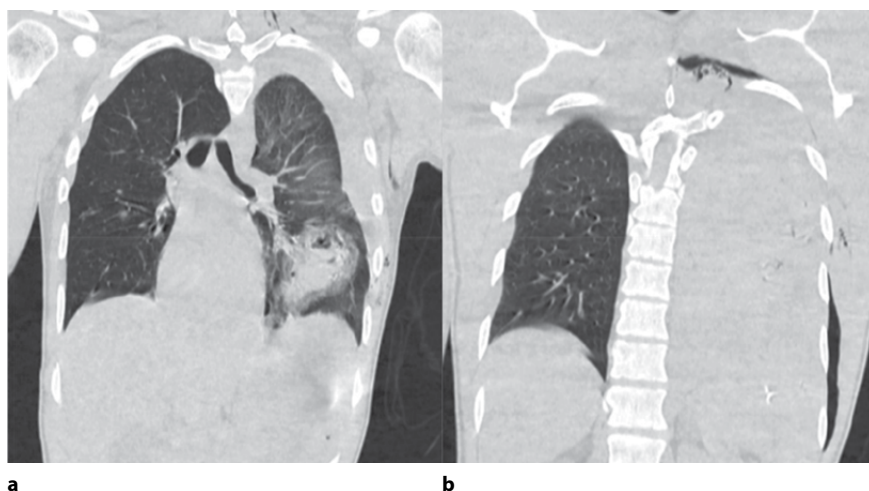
(a, b). КТ-картина при поступлении
